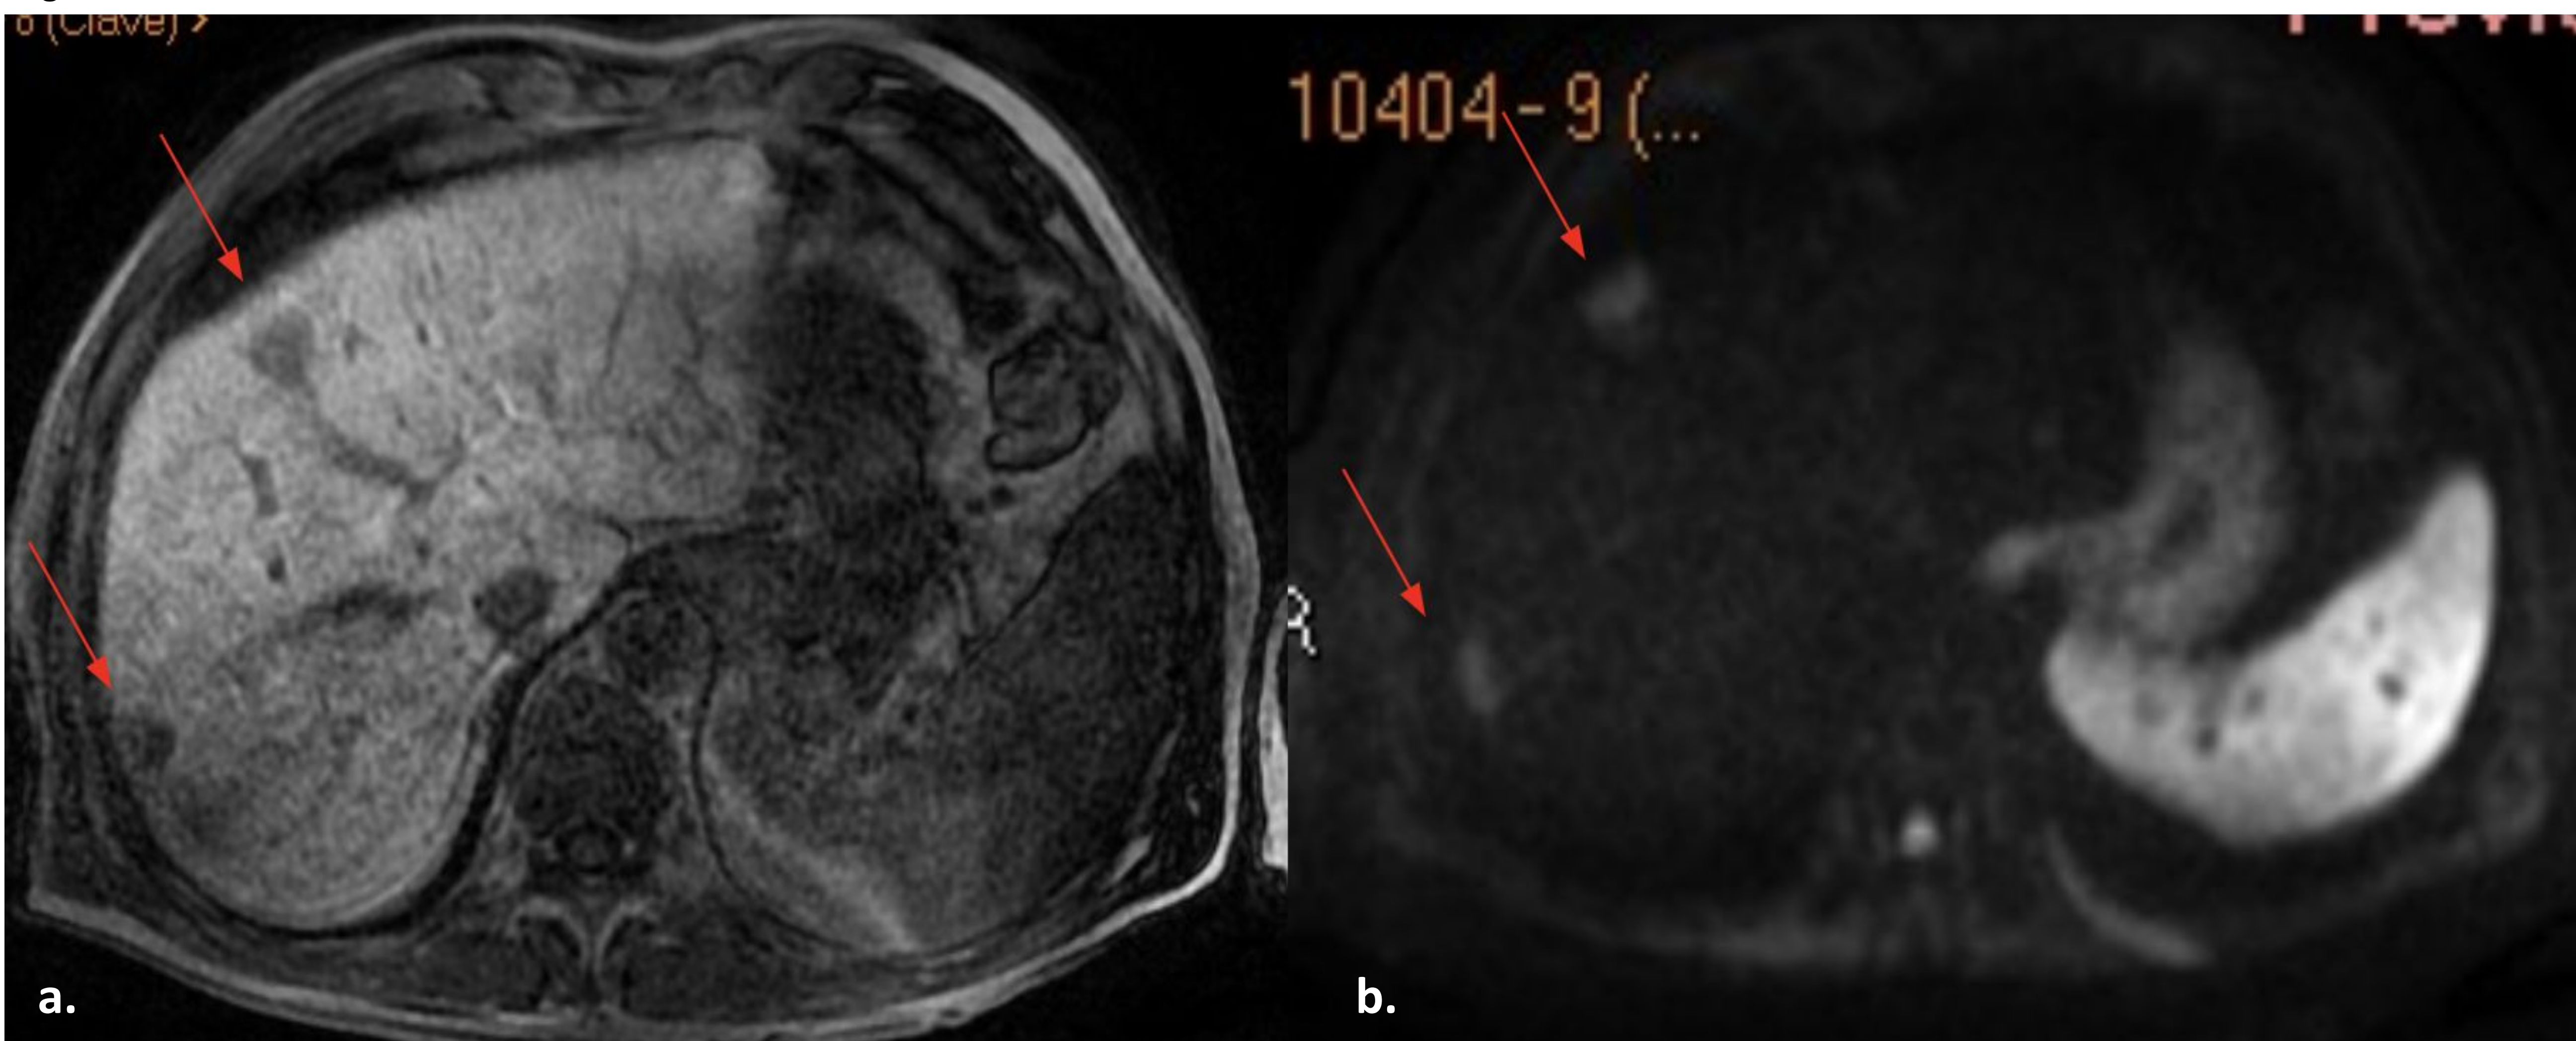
a. Imagen de RM con contraste hepatobiliar en fase Celular. b. Secuencia de DWi. Captación disminuida ligeramente reticular en el parénquima hepático "sano" en paciente con probable SOS (a.). Se observan imágenes hipointensas con contraste hepatobiliar, mejor definidas que muestran restricción a la difusión compatibles con metástasis en segmentos 4 y 6 (flechas rojas) (b.).
